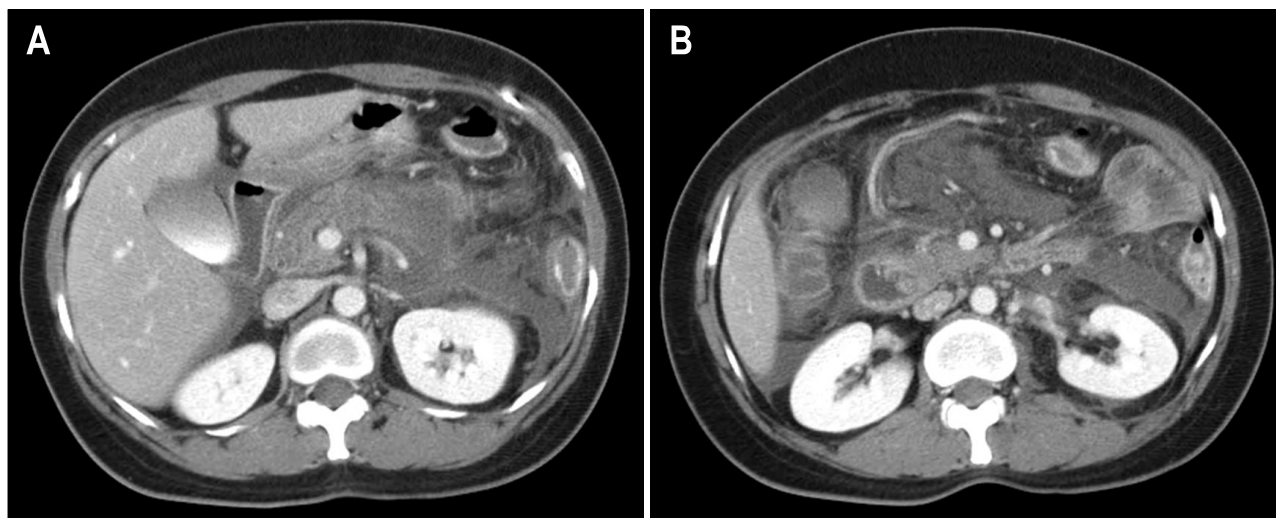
Abdominal computed tomography (CT). (A) Initial abdominal CT showed diffuse enlargement of pancreas and peripancreatic fat infiltration. (B) It showed multiple fluid collections in the peripancreatic, perisplenic, and pararenal space.
